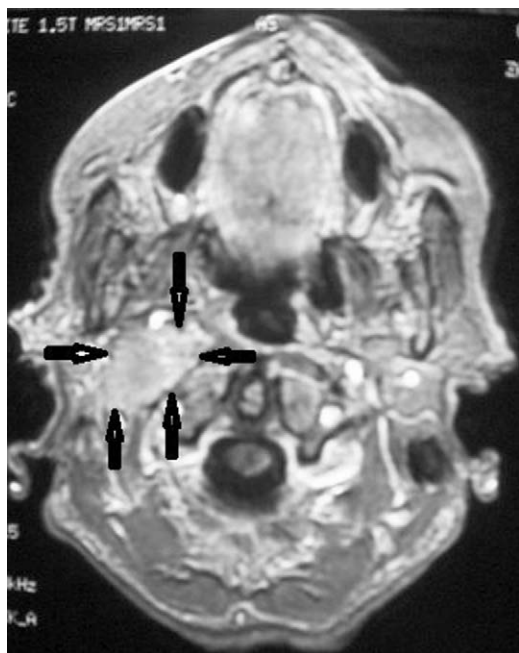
IRM de contrôle 12 mois après radiothérapie montrant une diminution de la taille de la tumeur.
